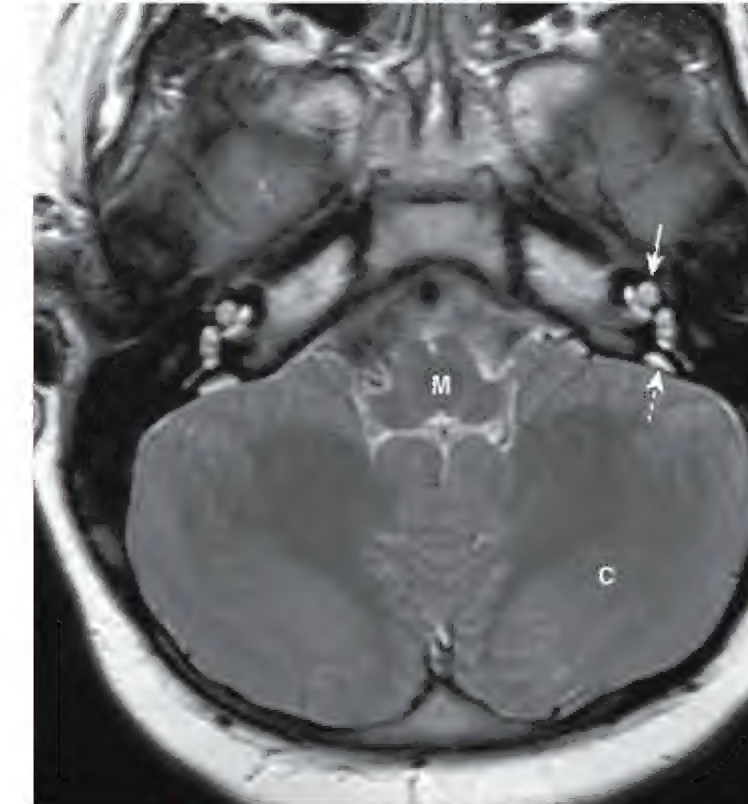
Ressonância magnética de uma criança de 5 anos de idade, demonstrando alargamento do aqueduto vestibular bilateral e ducto endolinfático (seta tracejada). Além disso, observe a cóclea (seta sólida), a medula (M), e o cerebelo (C). (Cortesia de Dr. G. Smyser, Altru Health System, Grand Forks, North Dakota.)
